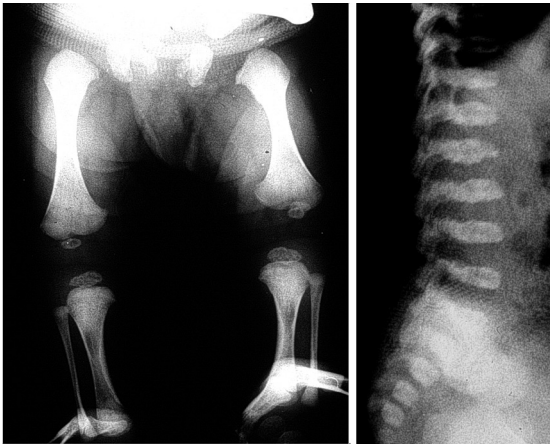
Röntgenbild der unteren Extremitäten und der Wirbelsäule eines Patienten mit Kniest-Syndrom
